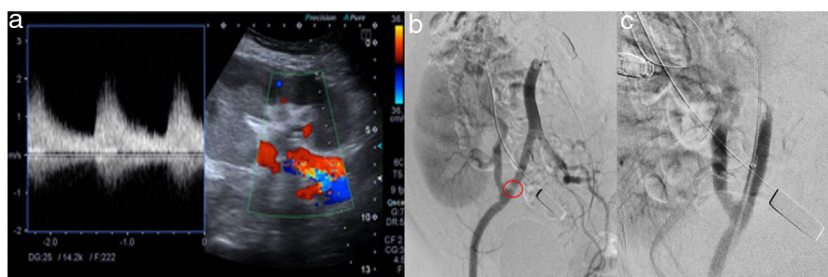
Ecografía Doppler (a) donde se demuestra flujo parvus tardus en la arteria renal. Se confirma estenosis de la arteria iliaca en arteriografía (b), con posterior resolución tras tratamiento con angioplastia sin colocación de stent (c).
